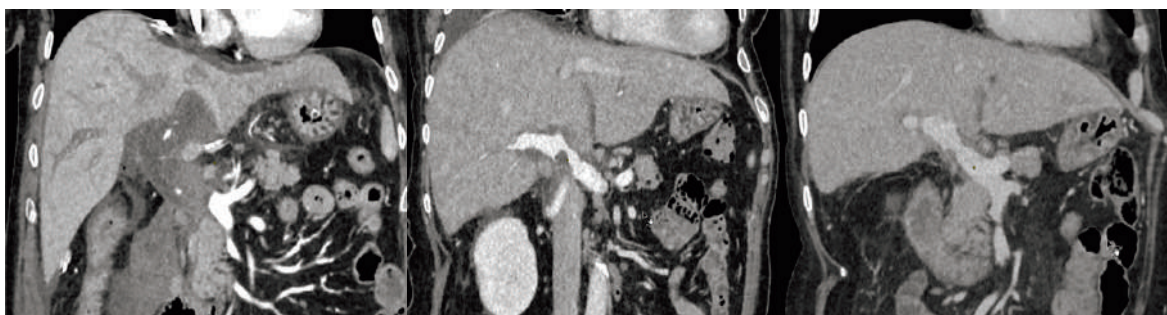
Пациент Д., КТ-картина тромбоза воротной вены. Выполнена релапаротомия, тромбэктомия из воротной вены. КТ-контроль через один месяц, через три месяца.
